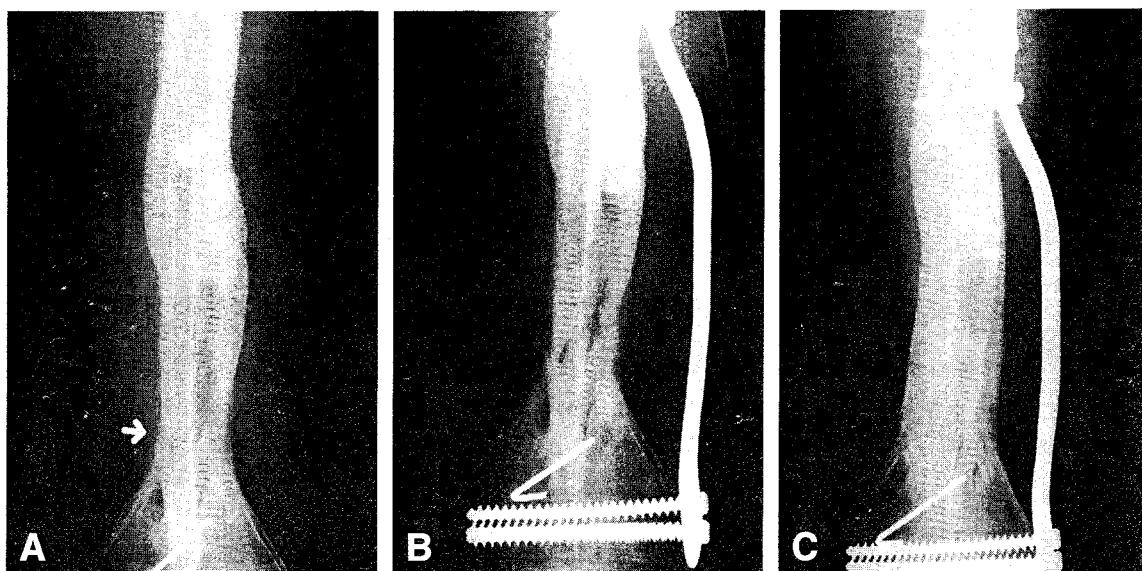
18-year-old male patient was underwent vascularized fibular graft(VFG) for infected nonunion of distal femur. A. Oblique fracture line(arrow) was shown in the mid portion of grafted fibula 12 months after VFG. B. Plate screw fixation was done. C: Radiographs 6 months after internal fixation showed complete union.
